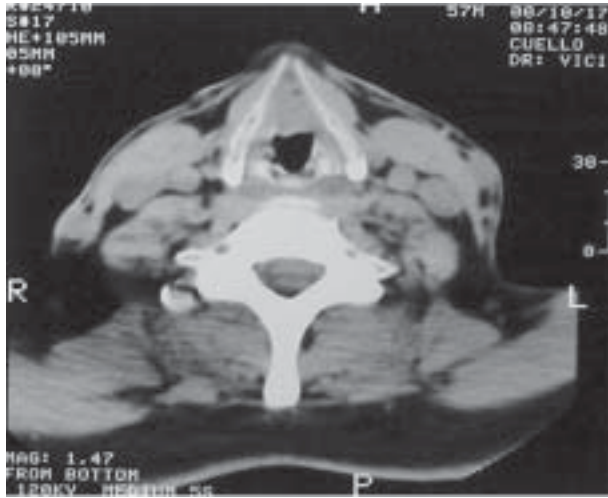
Tomografía axial computada donde se evidencia lesión de partes blandas ubicada en la comisura anterior de la glotis, de aproximadamente 2 cm de diámetro.
